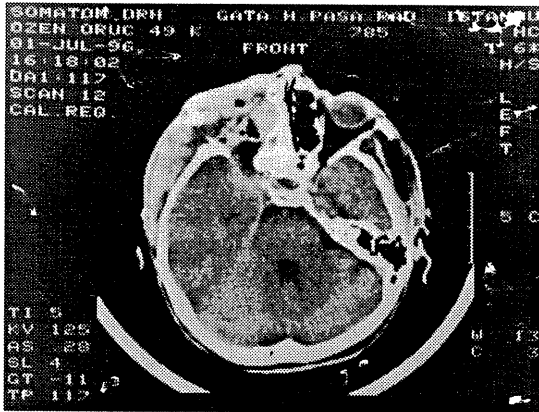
Kranial BT' de, Sağ Retrobulber Alanı Tamamen Doldurmuş, Orbita Medial Duvarında da Destruksiyona Neden Olmuş ve Sağ Orta Kranial Fossaya Uzunum Gösteren Kitle.
